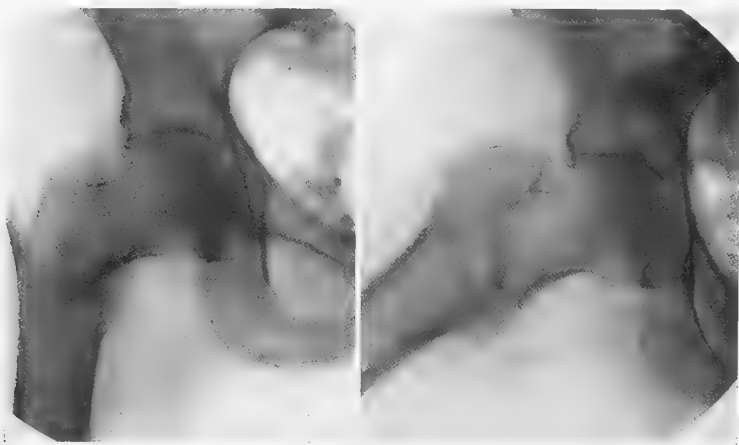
Obs. I. Radiographies avant et après réduction d'une malade atteinte de fracture du massif trochantérien. (Service de M. le Professeur Mathieu.)
